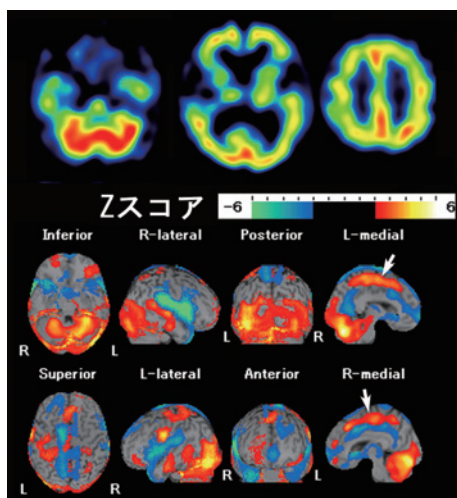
正常圧水頭症における脳血流 SPECT と統計解析
